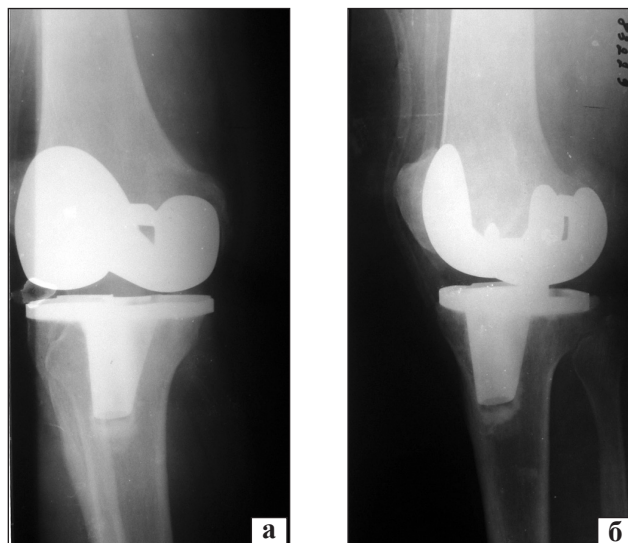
Рентгенограммы правого коленного сустава больной Б. после эндопротезирования: фасная (а) и профильная (б) проекции
